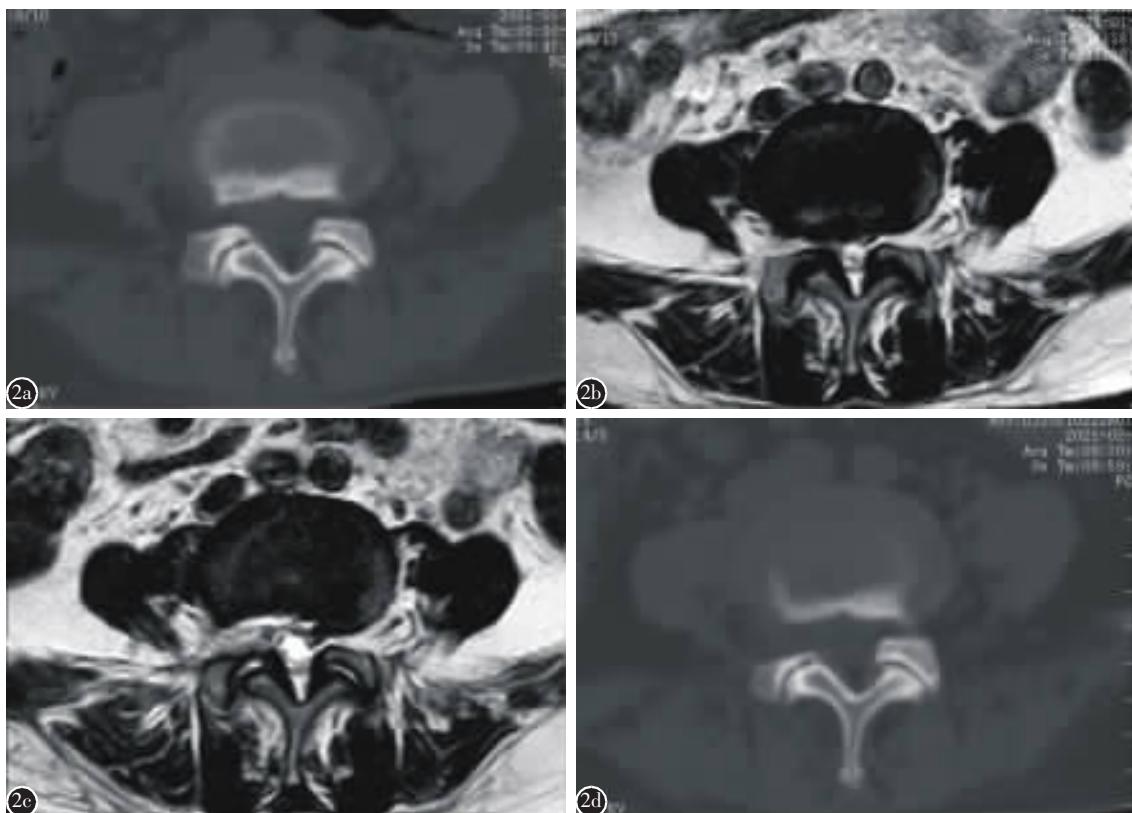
女,68岁,内镜下椎间孔成形技术治疗L4/5侧隐窝狭窄症 a 术前腰椎CT示L5上关节突增生内聚,右侧侧隐窝骨性狭窄,骨性侧隐窝角25.8° b 术前腰椎MRI T2加权像示L4/5黄韧带明显增厚,右侧侧隐窝狭窄,软性侧隐窝角为14.8° c 术后第2天腰椎MRI T2加权像示右侧侧隐窝软性狭窄彻底改善,软性侧隐窝角变为37.5° d 术后1个月腰椎CT示L5上关节突部分切除,L4/5右侧侧隐窝骨性狭窄明显解除,骨性侧隐窝角变为39.6°(关节面无破坏)
